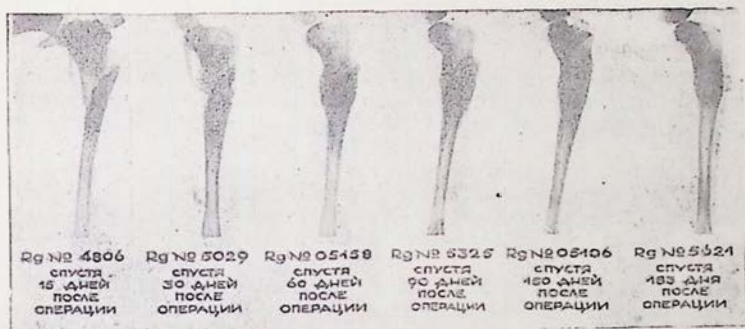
Опыт № 7. Пересадка штифта из «чистой» кости. Динамика рентгенологических наблюдений за 7 месяцев (с 21.III по 21.IX 1949 г.).
